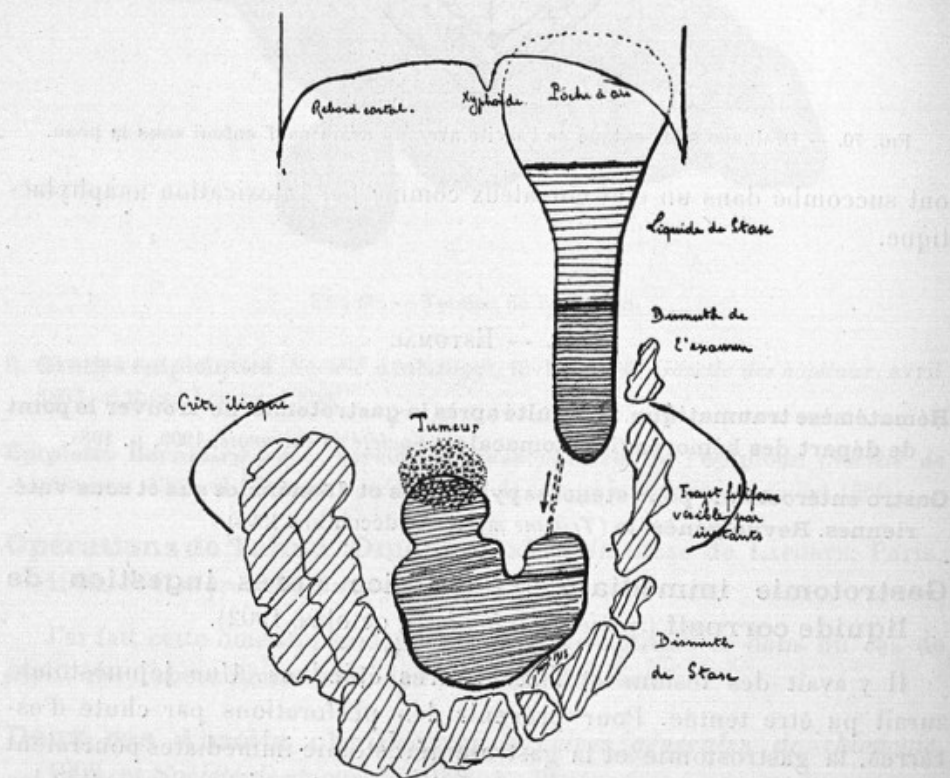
Estomac en sablier et sténose pylorique. Radiographie bismuthée. Malade debout.
